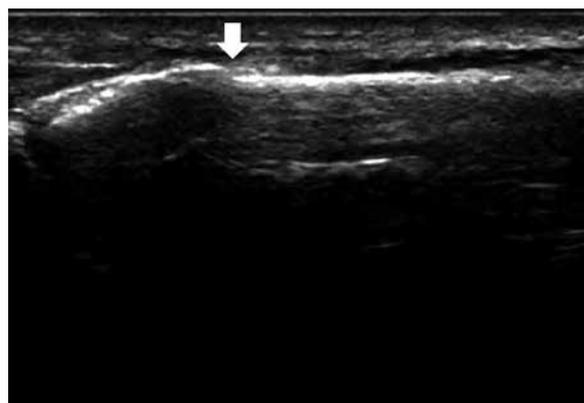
症例4. 初診時超音波検査所見。第4中足骨基部に疲労骨折を認めた(白矢印)。
